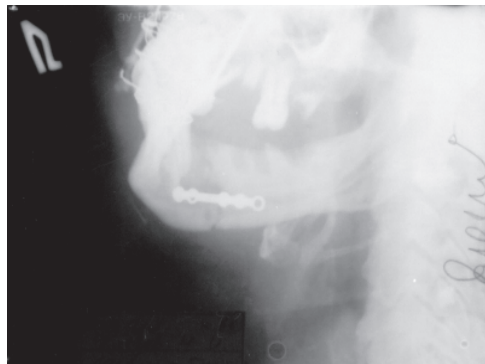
Левая боковая рентгенограмма нижней челюсти больного Е. после остеосинтеза отломков минипластиной
